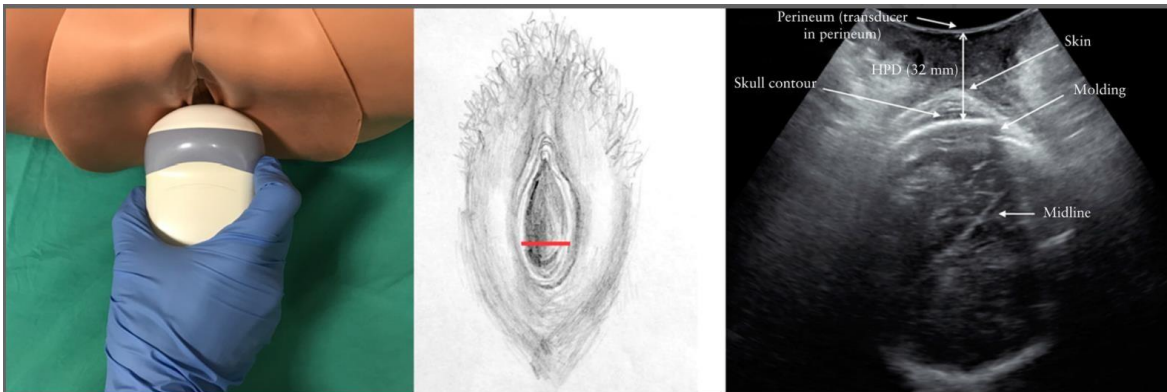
Medición de la distancia entre la cabeza y el perineo (HPD), que muestra la ubicación del transductor y cómo se mide la distancia. Nota. Adaptado de ISUOG Practice Guidelines: intrapartum ultrasound.
